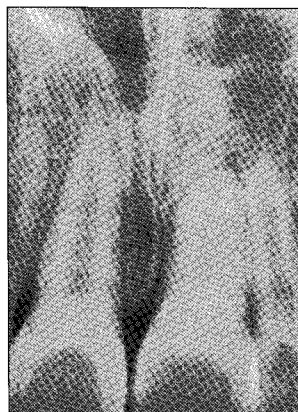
Posttreatment radiographs of case 2 showing continued root development of the repositioned incisor.
